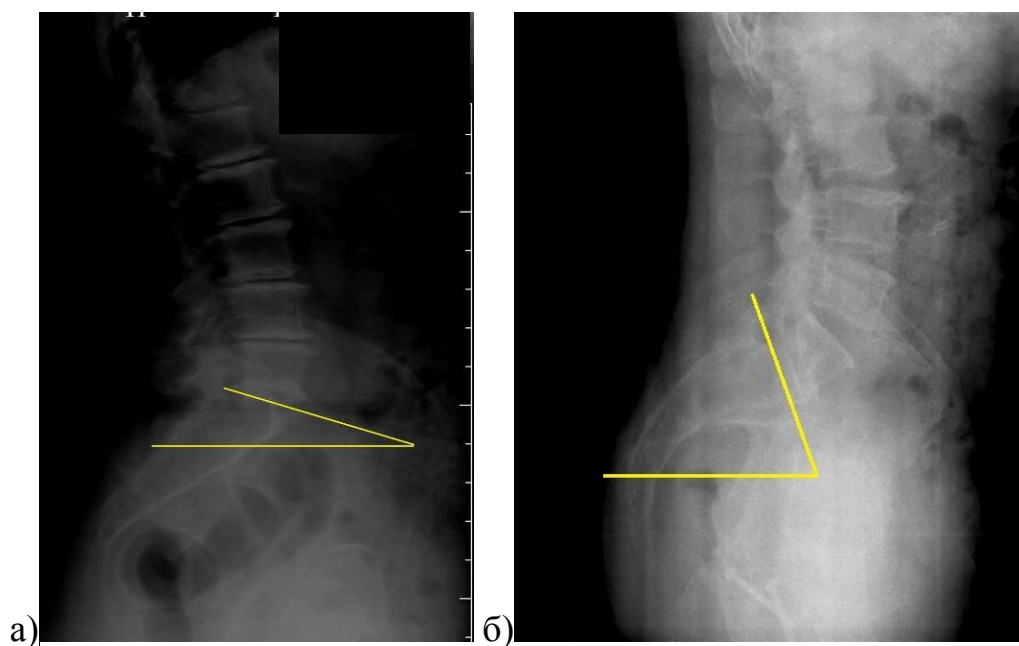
Боковые рентгенограммы комплекса «тазобедренные суставы – таз – позвоночник»: а – больной Н., 66 лет, с поясничным лордозом I типа;
